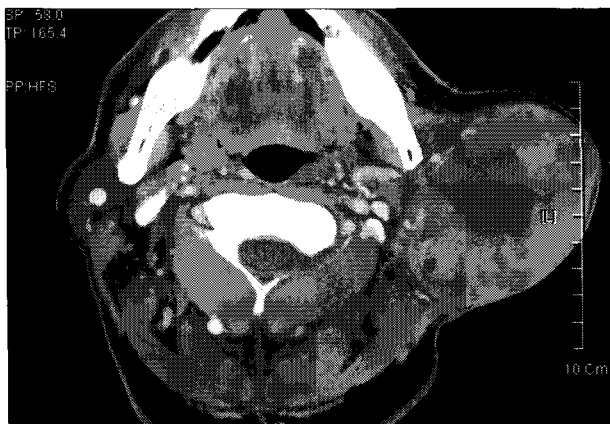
Neck CT scan showing a huge parotid mass with central necrosis with suspicious skin invasion.
